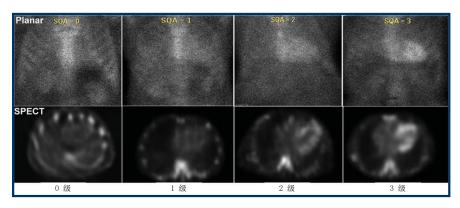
平面图像和 SPECT 图像上对 99mTc-PYP 摄取量进行分级评估
